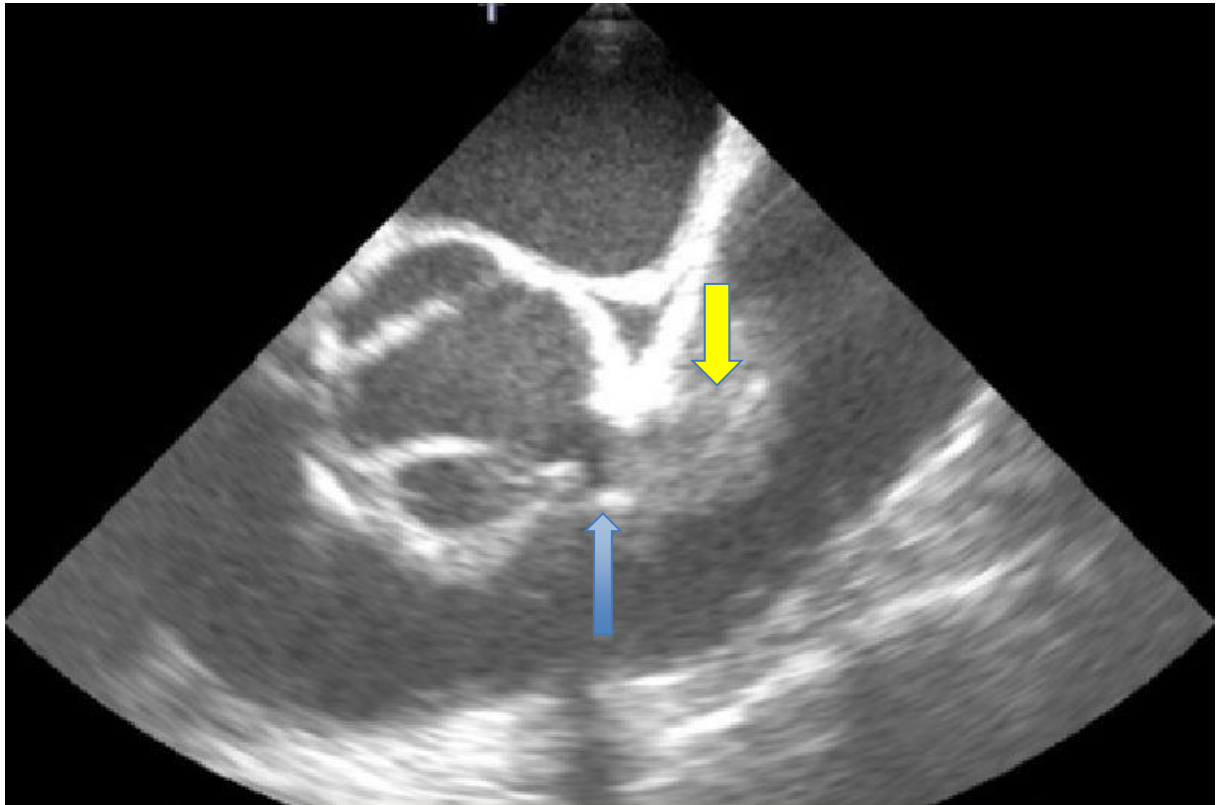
Sondenendokarditis in der transösophagealen Echokardiographie
